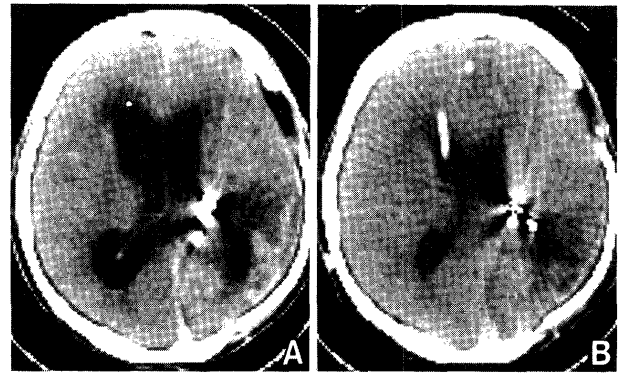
CT scans before (A) and after (B) the ventriculo-peritoneal shunt. The arteriovenous malformation was totally removed. The hydrocephalus improved after the operation.
